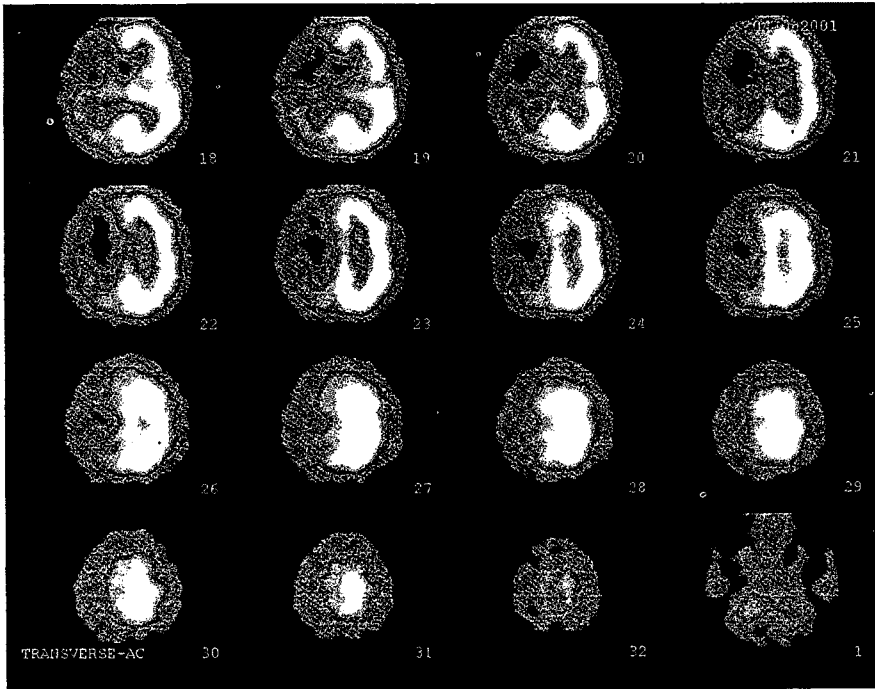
^{99m}Tc-HMPAO SPECT images obtained 40days after the ictus:
